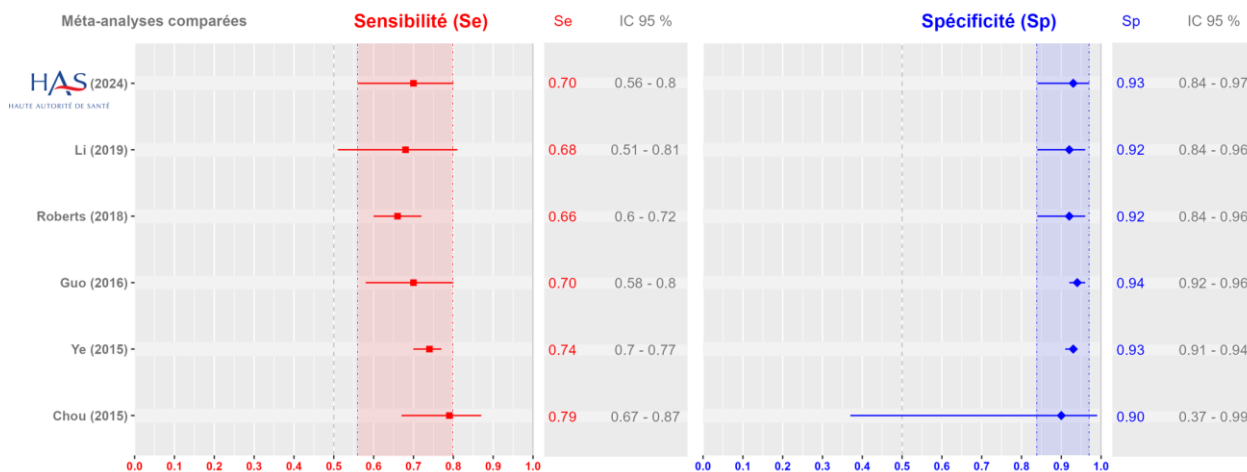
Mise en perspective de la méta-analyse de la HAS avec celles antérieurement émises et ayant ciblé l'IRM ou le scanner multiphasique de 1^{ère} ligne (logiciel R).
